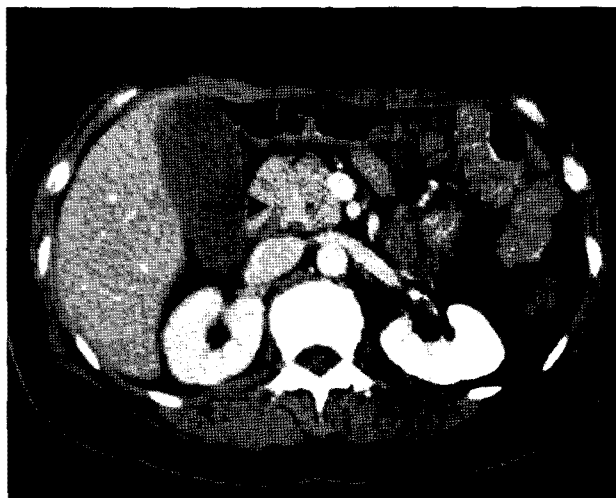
Computed tomographic image scanned at February 2007. Metastasis to pancreas head (arrow) with mild common bile duct dilatation was noted.
